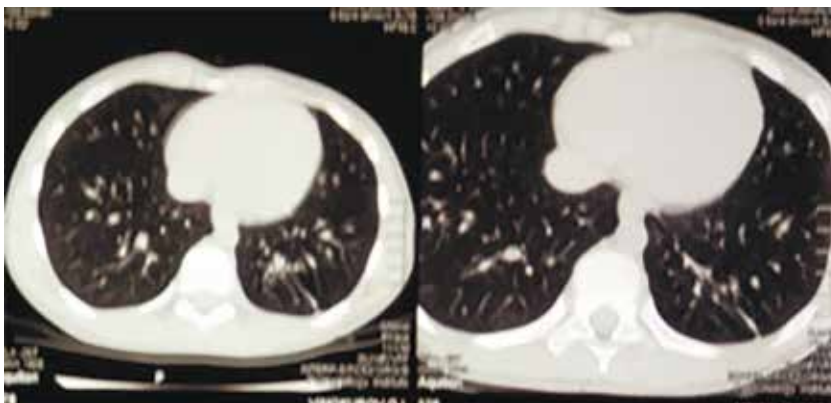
МСКТ ОГК (30.07.2019): КТ-признаки поствоспалительного фиброза слева в нижней доле со сложившимися тракционными бронхоэктазами; очагово-инфильтративные изменения не определяются. По сравнению с КТ-обследованием от 03.07.2017 г. (Архив) положительная динамика процесса: уменьшение зоны пневмофиброза
